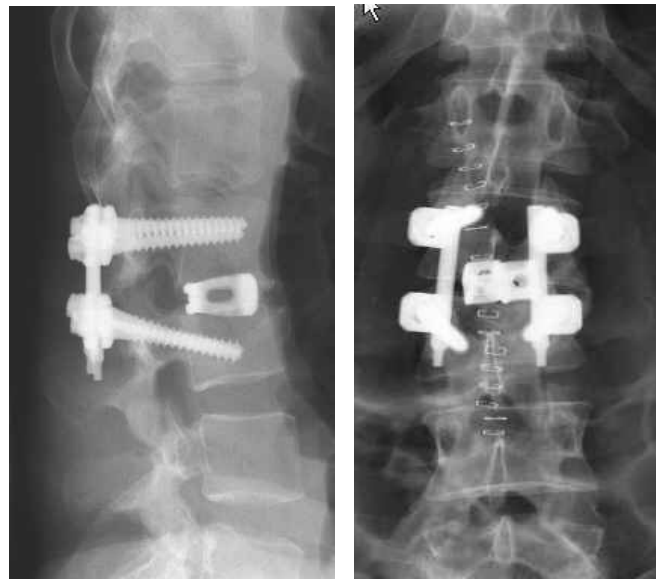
postoperatives Röntgenbild nach Cageeinbringung in PLIF-Technik sowie monosegmentalem Fixateur interne bei LWK 3-Fraktur
